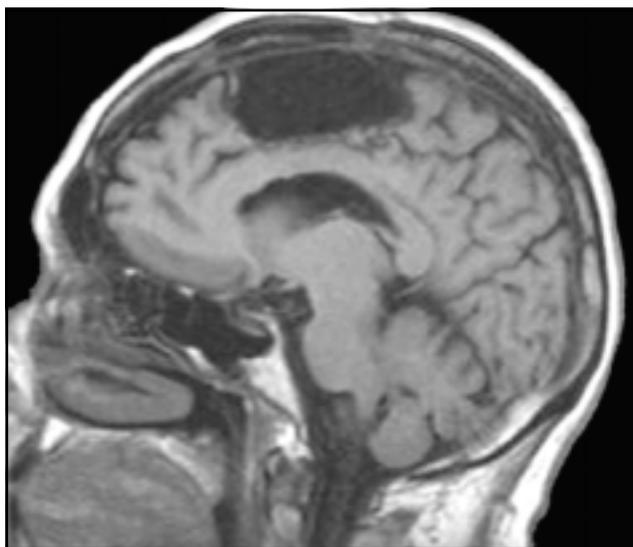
IRM corte sagital postoperatorio mostrando cavidad quirúrgica
